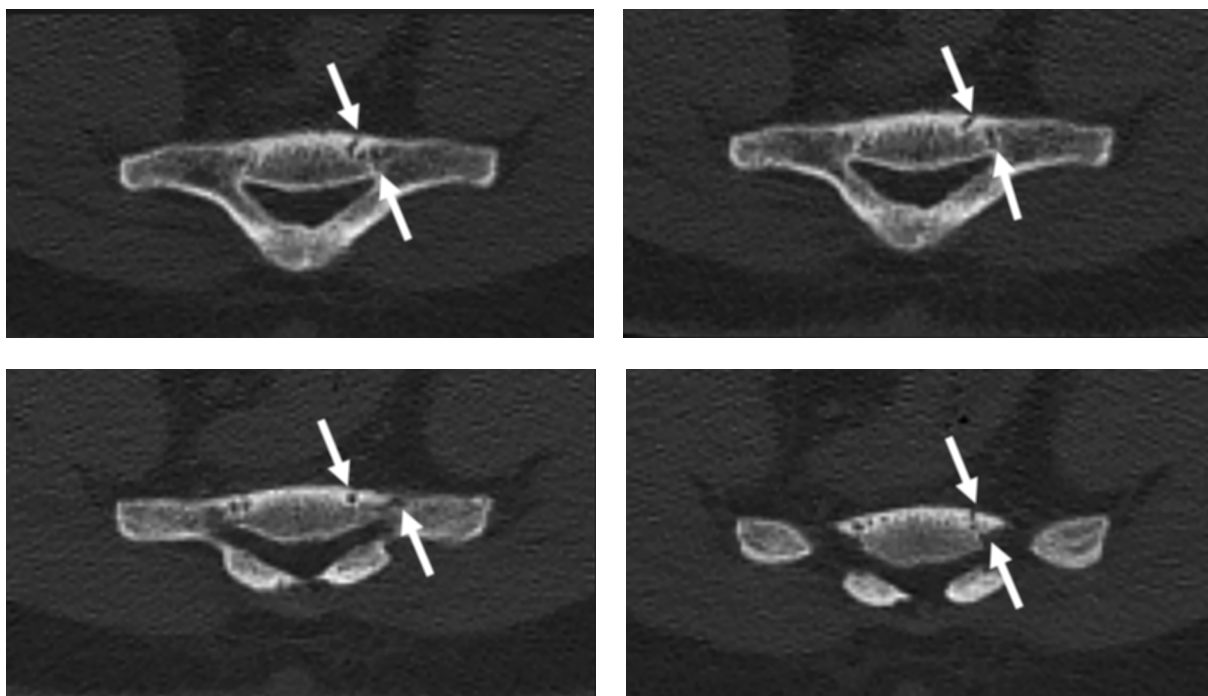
Компьютерная томограмма S_{IV} в аксиальной проекции, серия послойных снимков, от 06.02.22. Стрелками указаны линии перелома. Описание: Оскольчатый перелом левой половины S_{IV} с незначительным смещением отломка. Отмечается смещение тела Co_2 кпереди по отношению к вышележащему на 2 мм (посттравматический антелистез). Костные структуры и суставы в описываемой зоне без видимой патологии. Рекомендована консультация травматолога. Заключение: Закрытый перелом S_{IV} с незначительным смещением отломков. Смещение тела Co_2 кпереди по отношению к вышележащему на 2 мм
